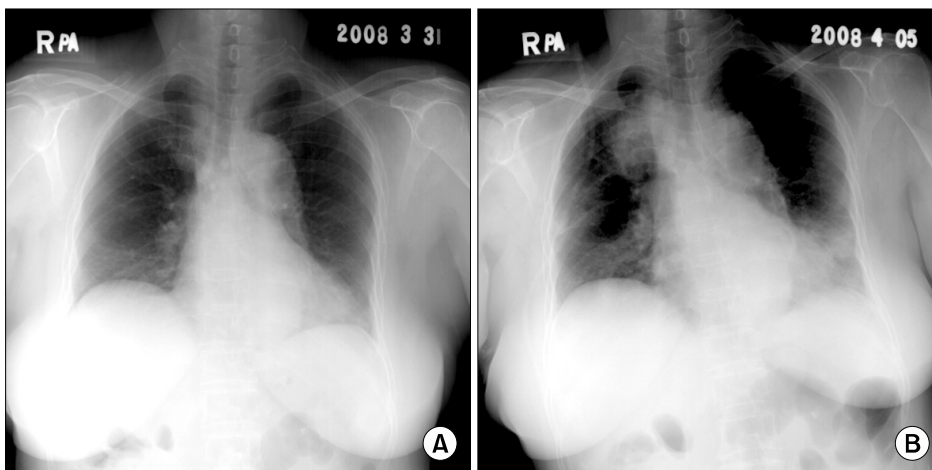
A newly developed pulmonary right upper lobe infiltration was observed in chest X-ray taken at admission 6th day. (A: chest X-ray taken at admission 2nd day, B: chest X-ray taken at admission 6th day).
